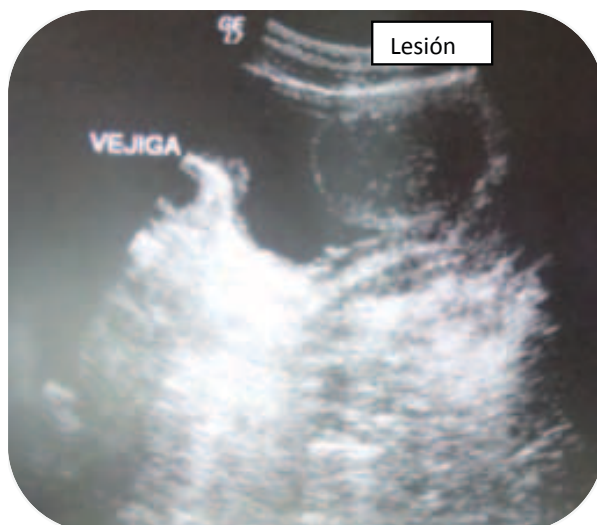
Ecografía vesical. Formación vegetante de 55 x 45 mm de ecoestructura sólida-heterogénea.
